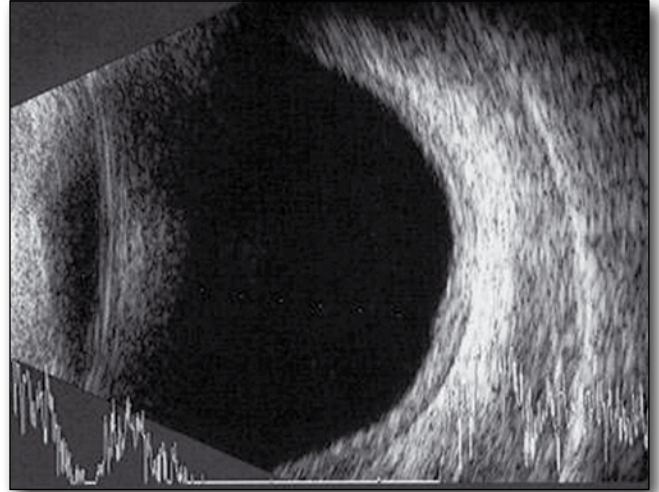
USG oka prawego po II PDT przedstawiające dalszą regresję naczyniaka. Płyn podsiatkówkowy całkowicie się wchłonął.
